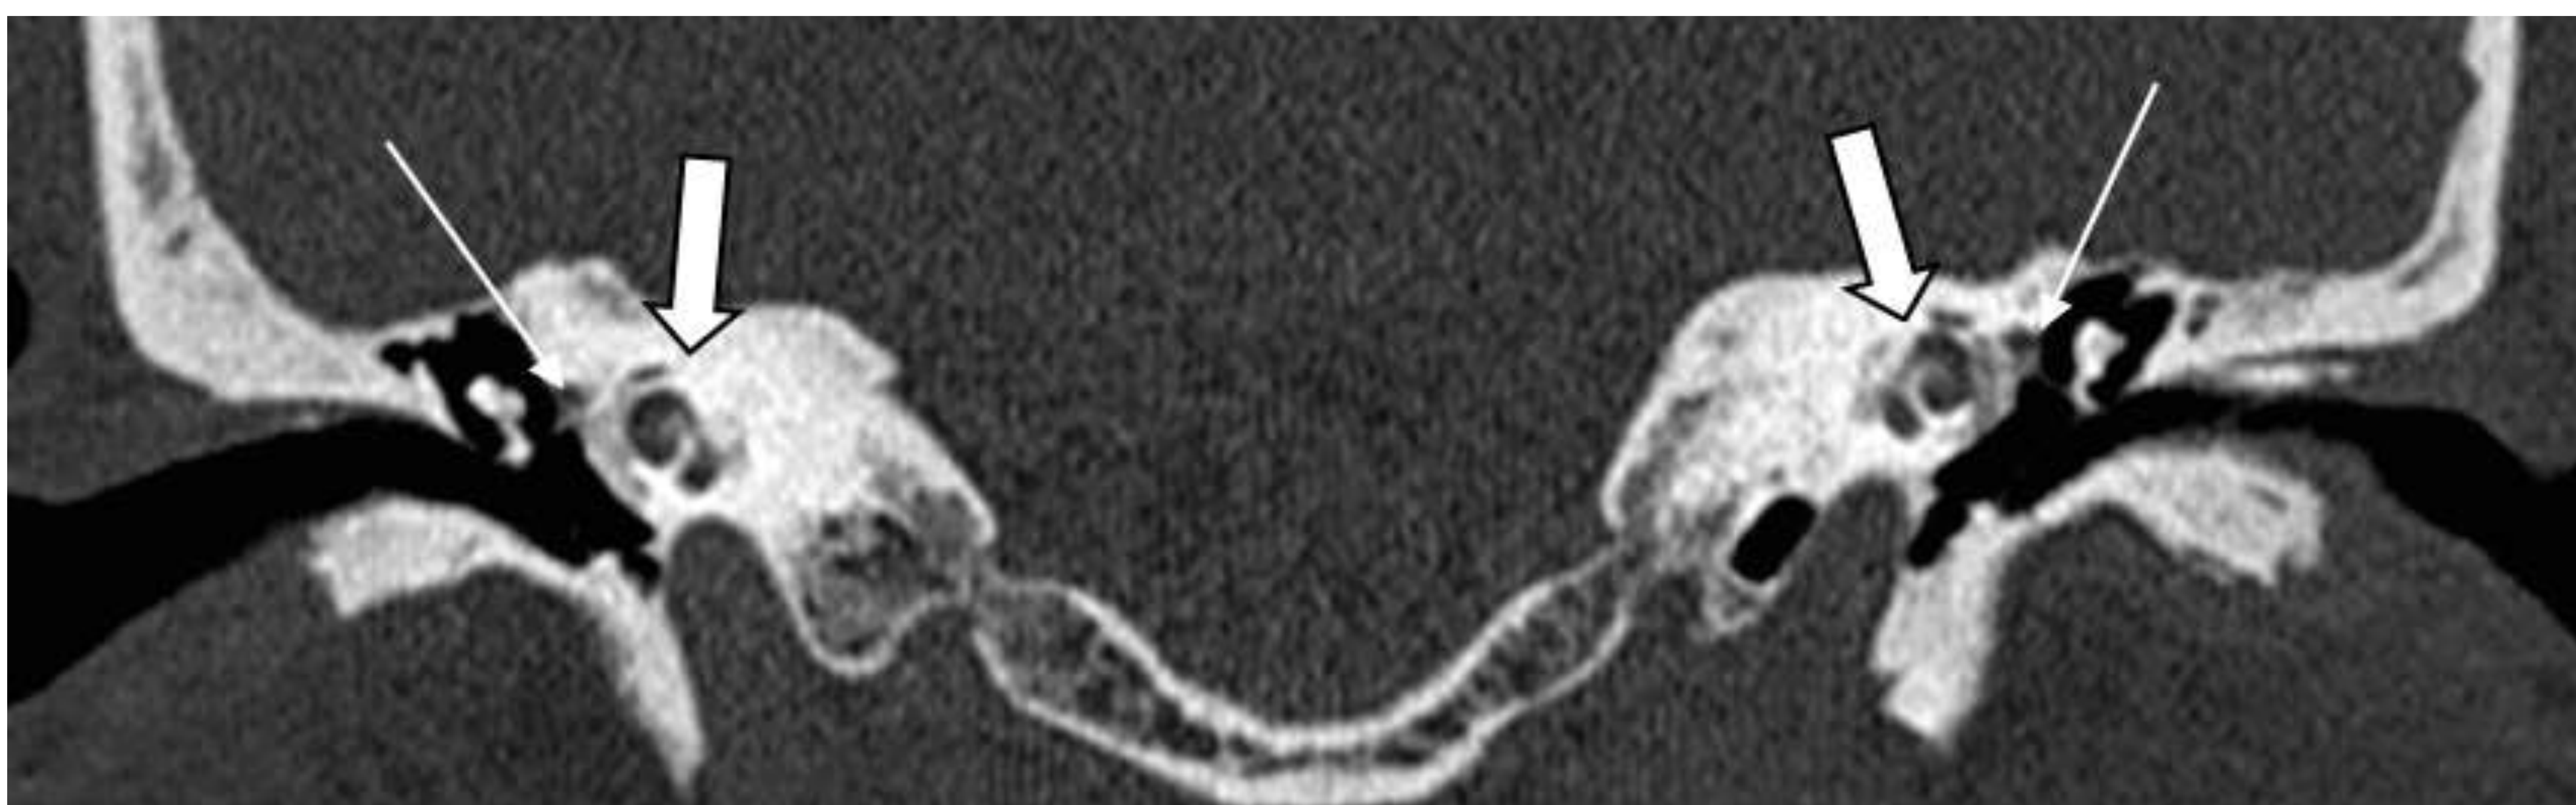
Proyección coronal de TC de peñascos, en la que identificamos otro caso de otoposclerosis coclear o retrofenestral (flecha gruesa), junto con la forma fenestral (flecha fina), identificando nuevamente zonas hipodensas rodeando a las espiras de la cóclea originando el signo del halo pericoclear y focos de otopospongiosis a nivel de la fissula ante fenestram.
